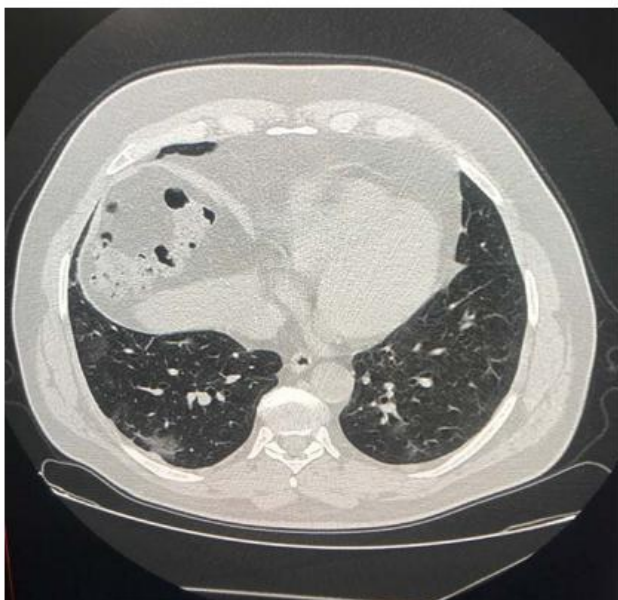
Thorax CT scan - Axial view – COVID-19 infection and the anterior interposition of colonic loops between the right hemidiaphragm and liver
